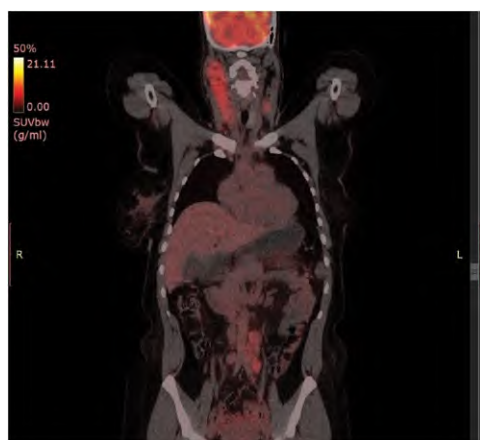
Инициальная ПЭТ/КТ
